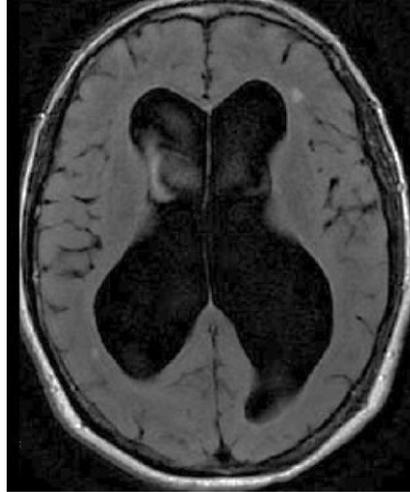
Dilatation ventriculaire et effacement des sillons corticaux en IRM séquence FLAIR évoquant une hydrocéphalie chronique.
